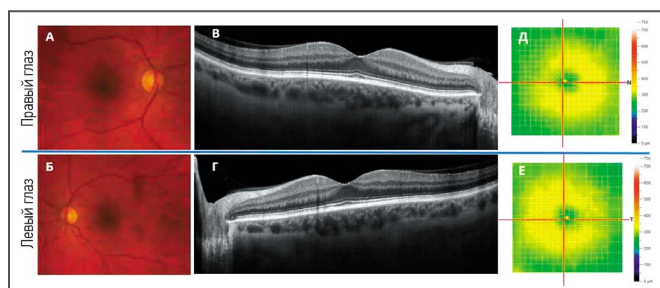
Изображение цветной фоторегистрации (А, Б), оптической когерентной томографии (В, Г) у пациентки З. 61 года с контролируемой (ранее злокачественной) артериальной гипертензией (исследование сетчатки выполнено в 2022 году).
